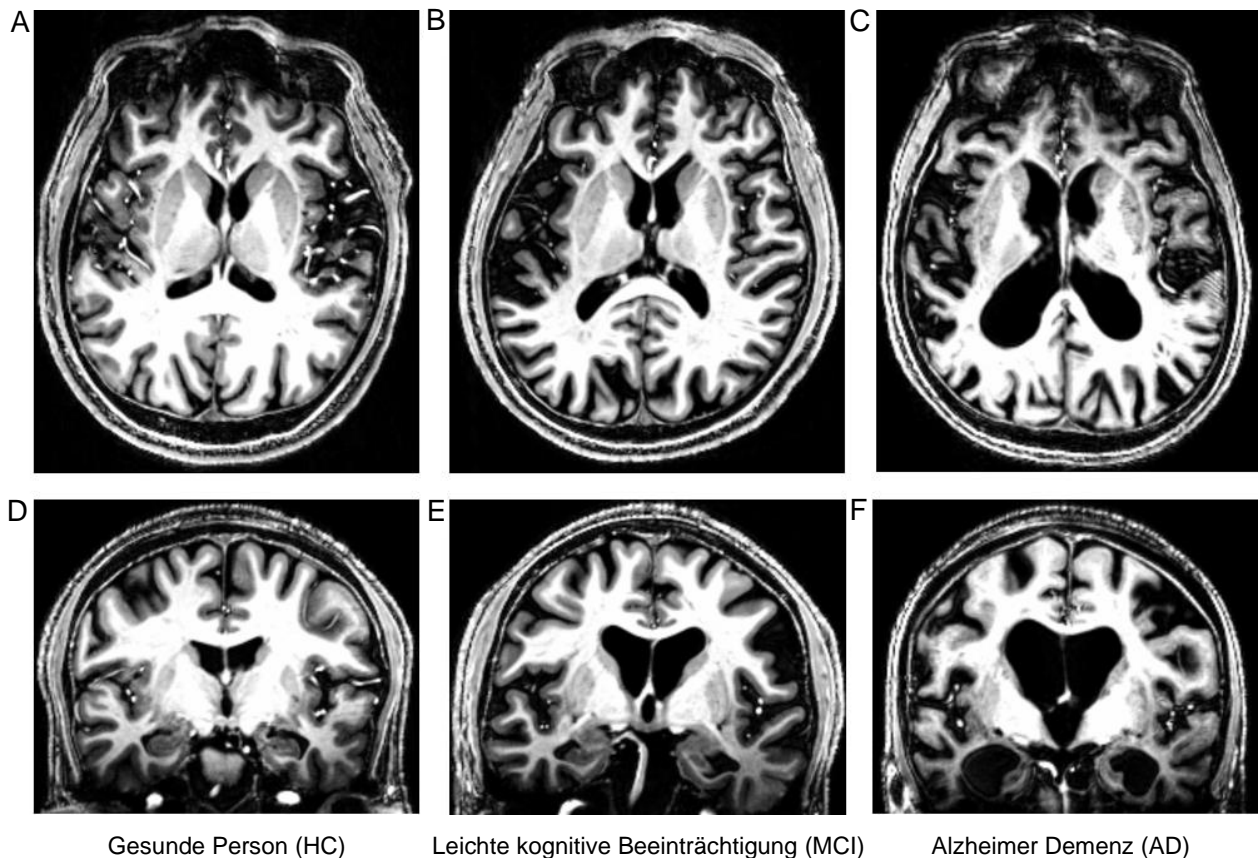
Großhirnatrophie in der Magnetresonanztomographie mit voranschreitendem Krankheitsstadium
